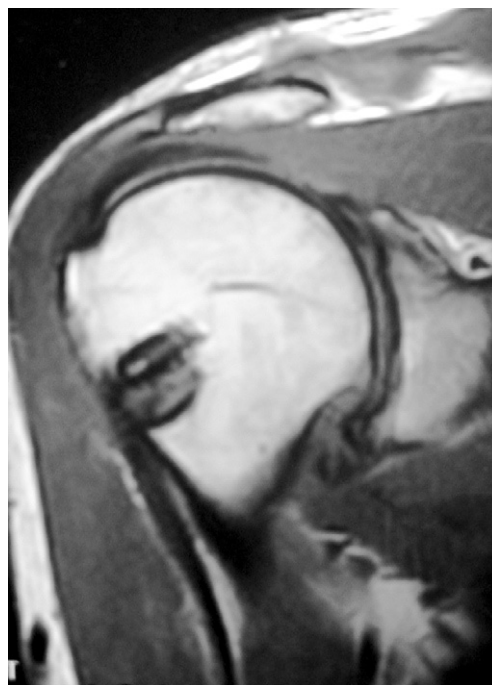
Aspect IRM postopératoire d'une ténodèse du LB avec vis interférentielle : le tendon doublé sur lui-même est introduit dans une logette localisée 1,5 cm sous l'entrée de la gouttière bicipitale et fixé l'aide d'une vis interférentielle résorbable.
